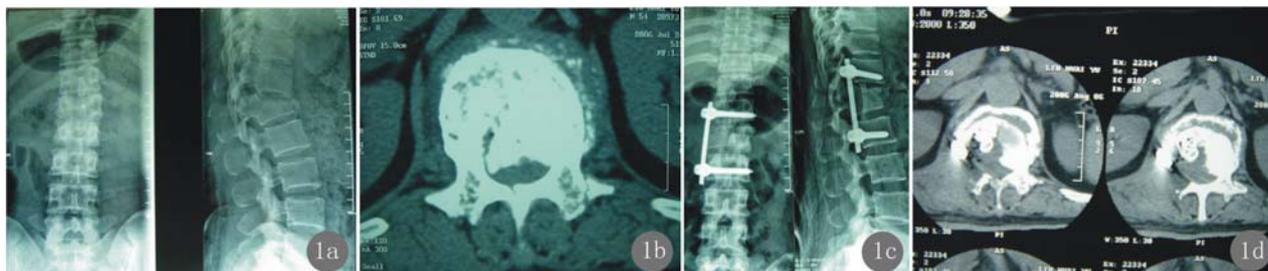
男性,54岁,L₁陈旧性爆裂性骨折并不全瘫1年余 a,b 术前X线片和CT示L₁骨折合并脊髓压迫 c,d 术后X线片和CT示后凸矫正和脊髓压迫解除
